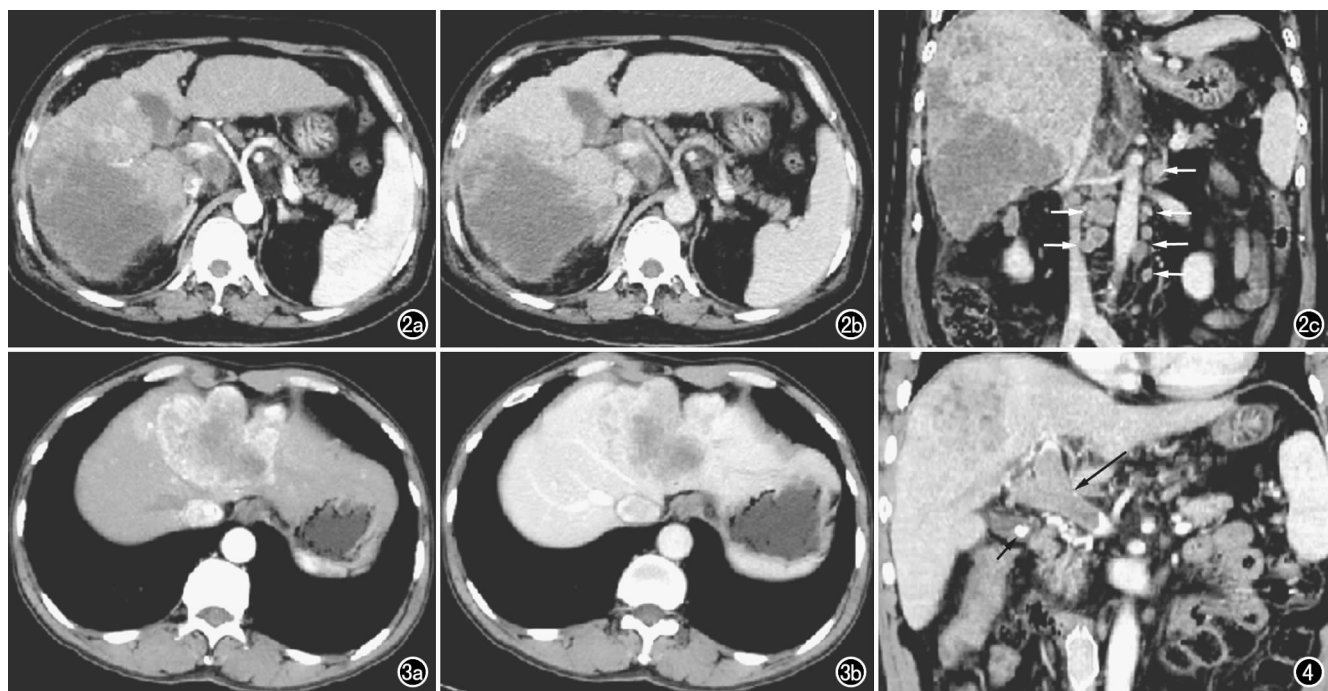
IMCC 患者,男,50 岁。a) CT 增强扫描动脉期图像示肝边缘呈锯齿状,肝右叶可见不规则片状低密度肿块,未见明显强化,肝门见肿大淋巴结呈环状强化;b) 静脉期图像示肿块仍未见明显强化;c) 冠状面图像示腹膜后多发肿大淋巴结(箭),呈环状明显强化。图 3 IMCC 患者,女,58 岁。a) CT 增强扫描动脉期图像示肝顶不规则肿块,边缘呈明显强化,中央强化程度较低;b) 静脉期图像示肿块强化程度较动脉期稍减低,与周围正常肝实质强化程度相当,但中央可见片状低强化区。图 4 IMCC 患者,男,44 岁,冠状面图像可见门脉内的癌栓形成(长箭)及胆囊颈内的结石(短箭,下腔静脉内为梭形支架影)。
